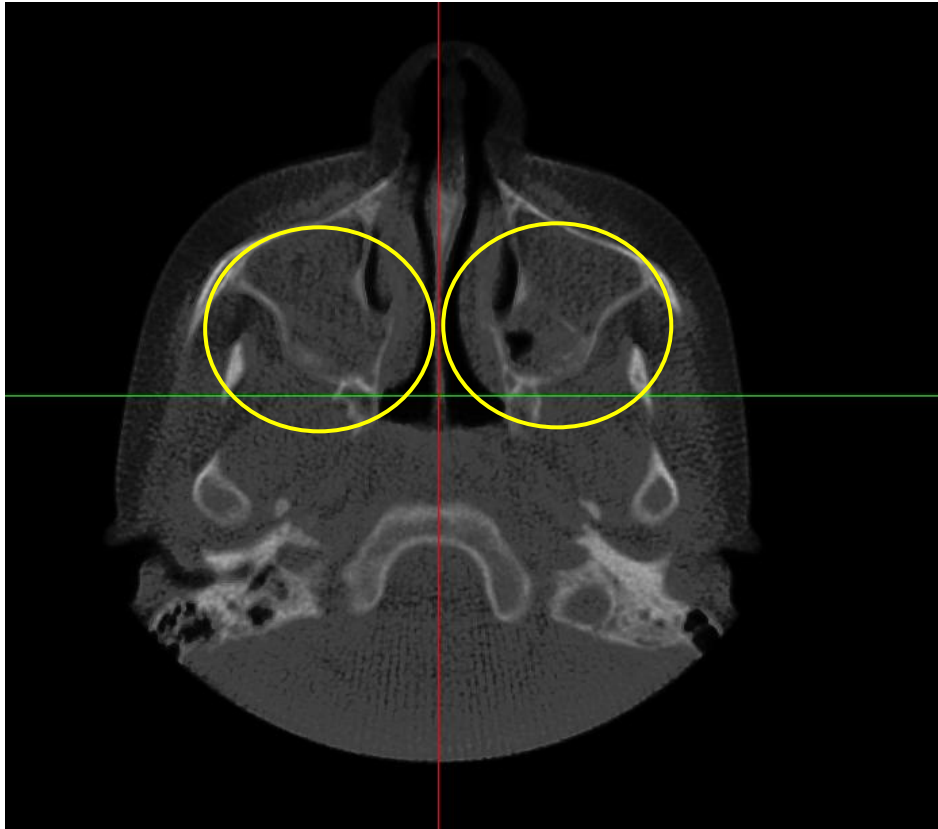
Imagem de tomografia computadorizada em cortes axiais
